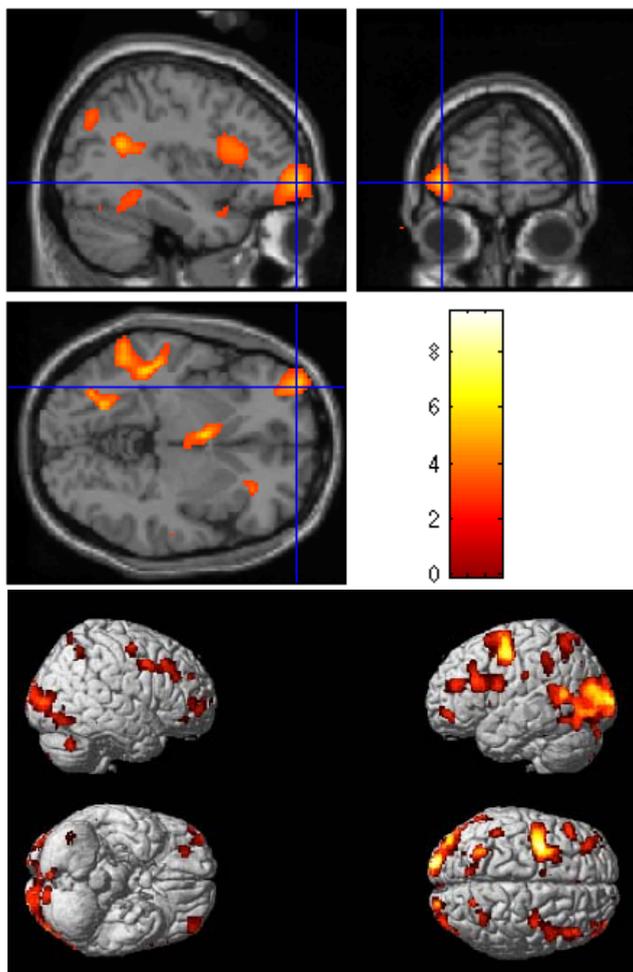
mapas estadísticos obtenidos mediante RM funcional asociados a una tarea cognitiva (aprendizaje de listas de palabras).
